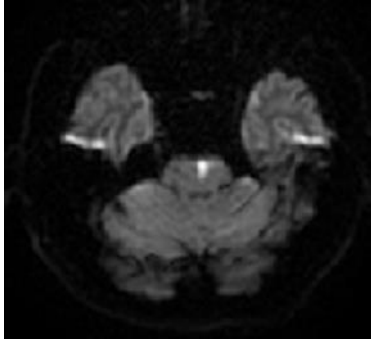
Sol mezensefalik infarktlı olgunun difüzyon MRG (manyetik rezonans görüntüleme) incelemesi
